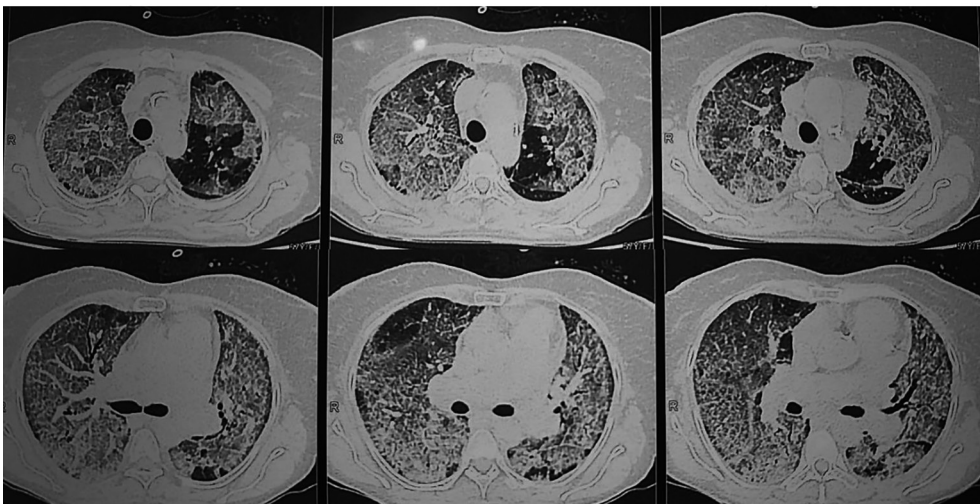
TC de tórax con infiltrado intersticial con patrón de crazy-paving.
